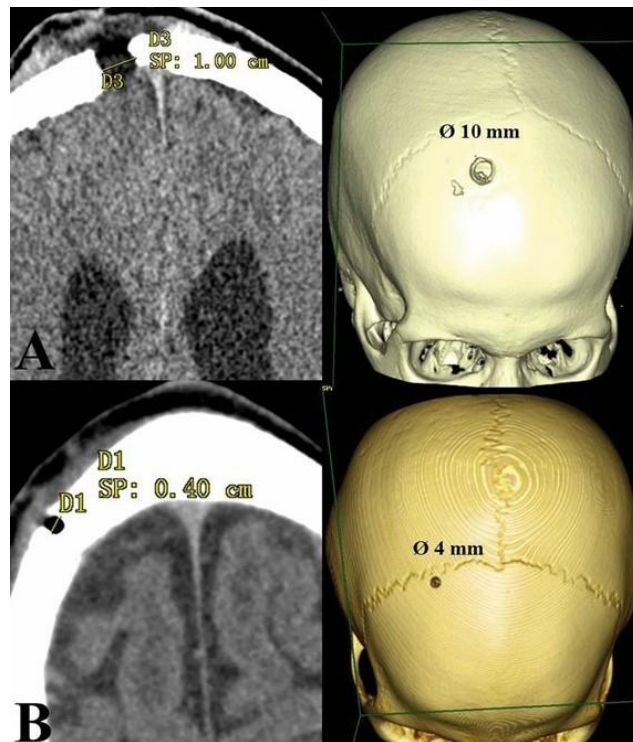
МСКТ головного мозга и костей черепа после ЭВЦС III с 3D реконструкцией черепа. A- наложено стандартное трефинационное отверстие; B- наложено микротрефинационное отверстие
